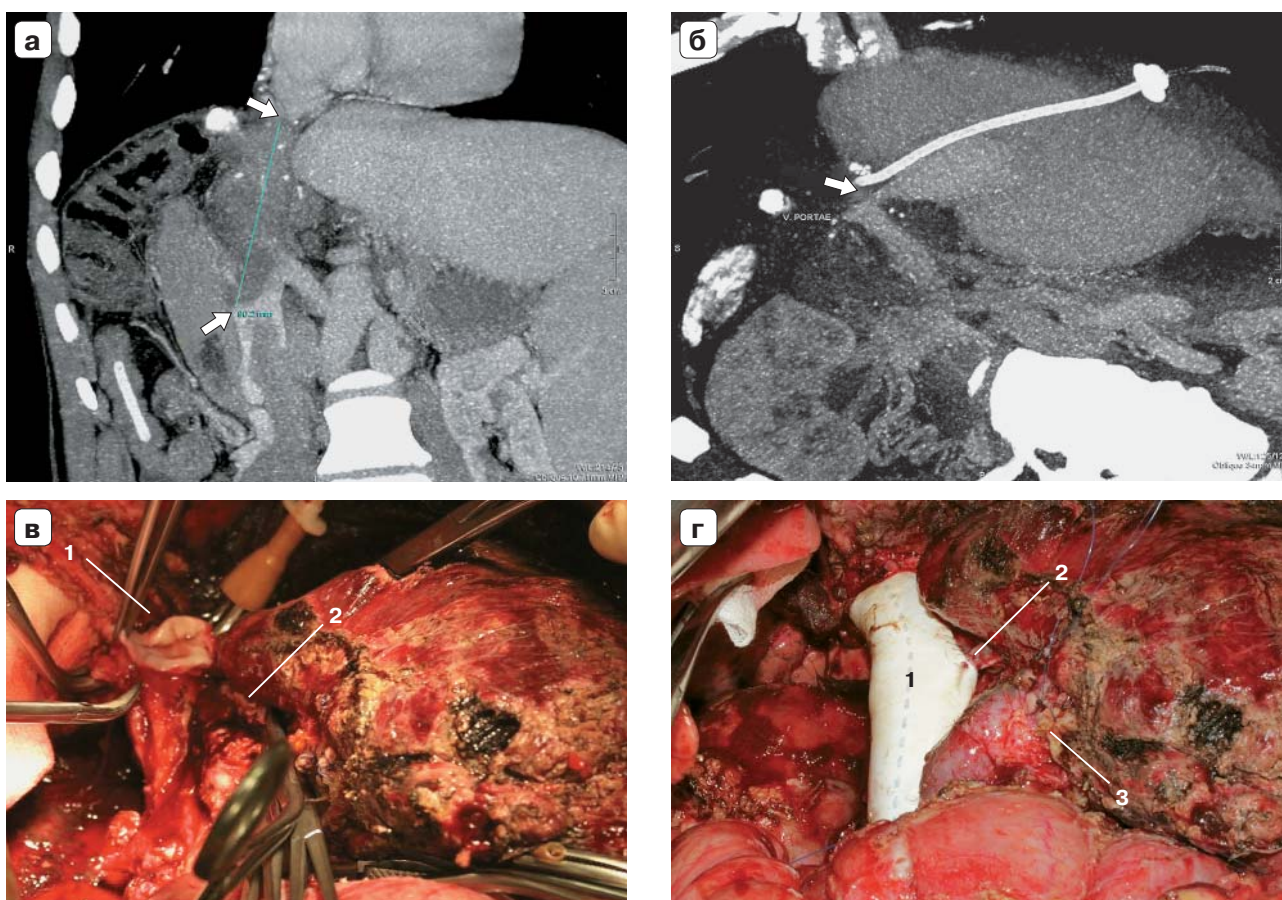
Нормотермическая аутотрансплантация печени в варианте ante situm (*ex situ in vivo*): а – компьютерная томограмма, инвазия ВВ (стрелка); б – компьютерная томограмма, инвазия ВВ (стрелка); в – интраоперационное фото, резекция НПВ (1) и конfluence печеночных вен (2); г – интраоперационное фото, пластика НПВ протезом из РТФЕ (1), гепатикокавальный анастомоз “vein-to-graft” (2), аутопластика ВВ (3), резекция диафрагмы, резекция общего желчного протока.
